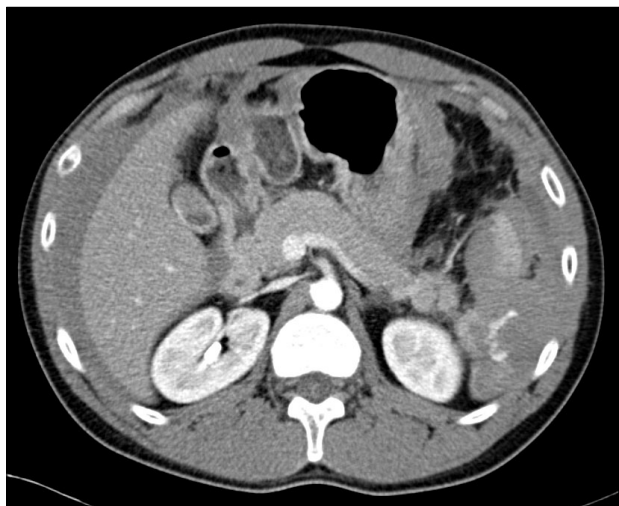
Abdominal CT scan: Grade IV splenic injury with contrast blush and hemoperitoneum.
